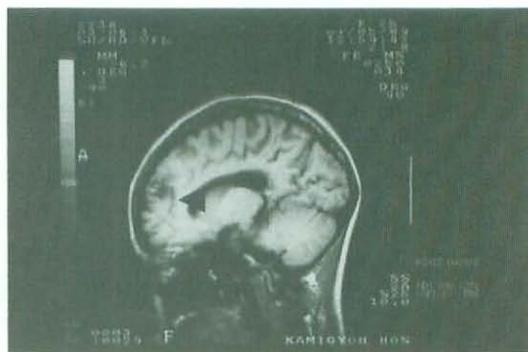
同じ脳内出血をMRIで検査した像で前頭葉における病巣の局在が明瞭に確認できる。
